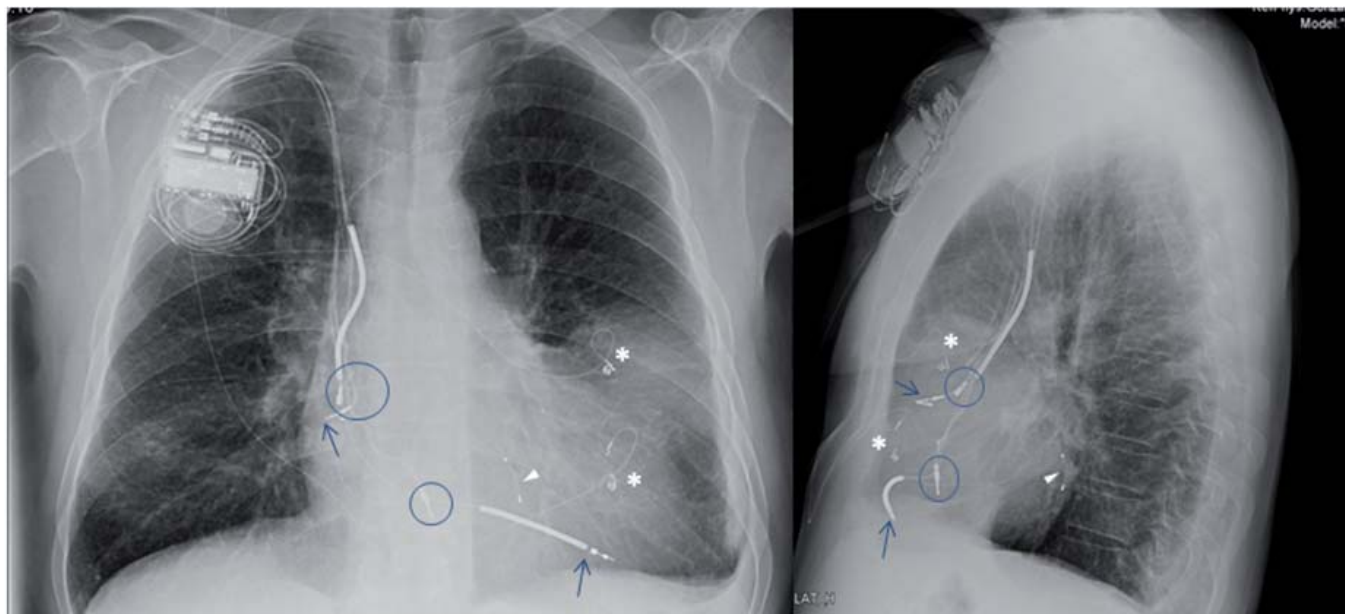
Radiografía de tórax PA y lateral realizada después del implante del cable de resincronización en el SC. Se observan los cables del marcapasos previo abandonados en AD y VD (círculos); el cable auricular funcionante en pared lateral de AD (flecha); el cable de desfibrilación en VD (flecha); los dos cables epicárdicos de resincronización abandonados en VI tunelizados hacia el generador en el lado derecho (asteriscos), y el electrodo de resincronización colocado a través del SC en la pared posterolateral basal (flecha triangular).
